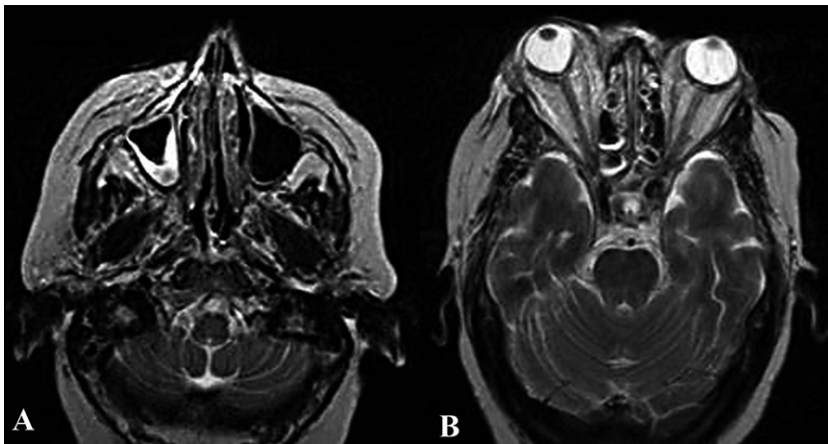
RM craneal (axial, T2). A: Ocupación parcial del seno maxilar derecho; B: Proptosis derecha y alteración de la morfología del globo ocular ipsilateral.
